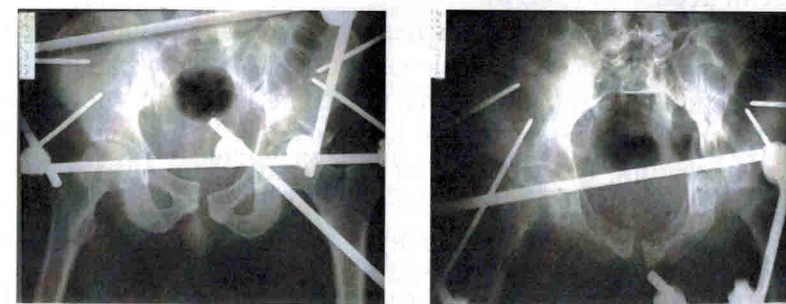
Рентгенограммы таза в прямой проекции Положение головки «допустимое», но в каудальной проекции — задний вывих головки бедра
